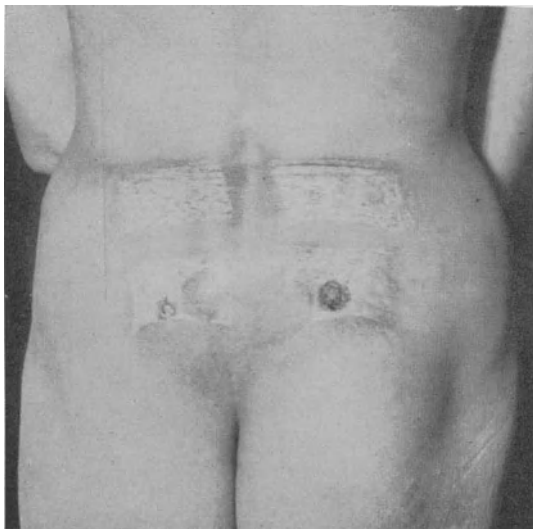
„Röntgenspätschädigung“. Kombinationschädigung, entstanden durch Huckelkorbtragen, 9 Jahre nach erfolgreicher Röntgenbehandlung wegen unvollständig operierten Ovarialkarzinoms.
